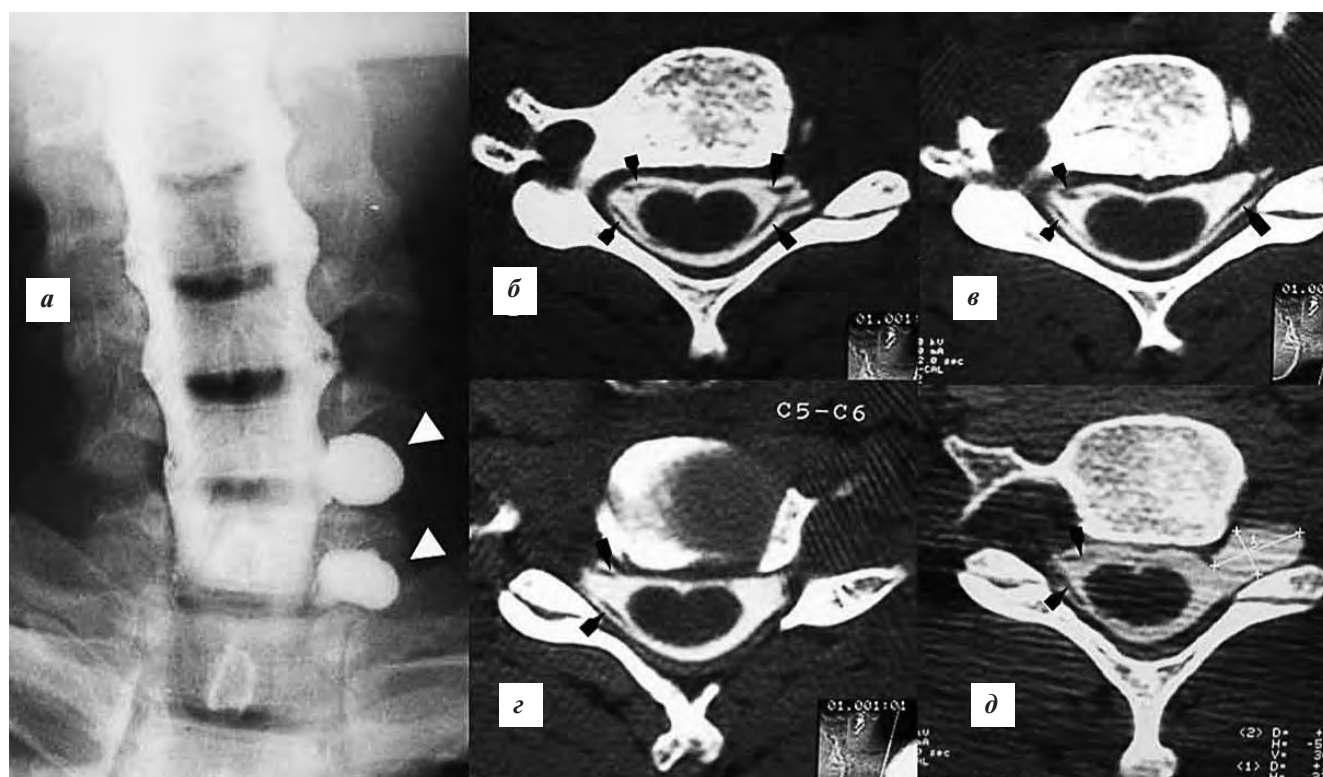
Миелография при ППС. Обычная шейная рентгенмиелография (а). Белые указатели направлены на псевдоменингоцеле. КТ-миелография: аксиальные срезы толщиной 1 мм (б–д) при ППС слева. Черные указатели направлены на присутствующие корешки; б – корешки присутствуют с обеих сторон; в – оторван передний корешок при сохраненности заднего корешка; г – оторваны оба корешка без формирования менингоцеле; д – оторваны оба корешка с формированием менингоцеле
